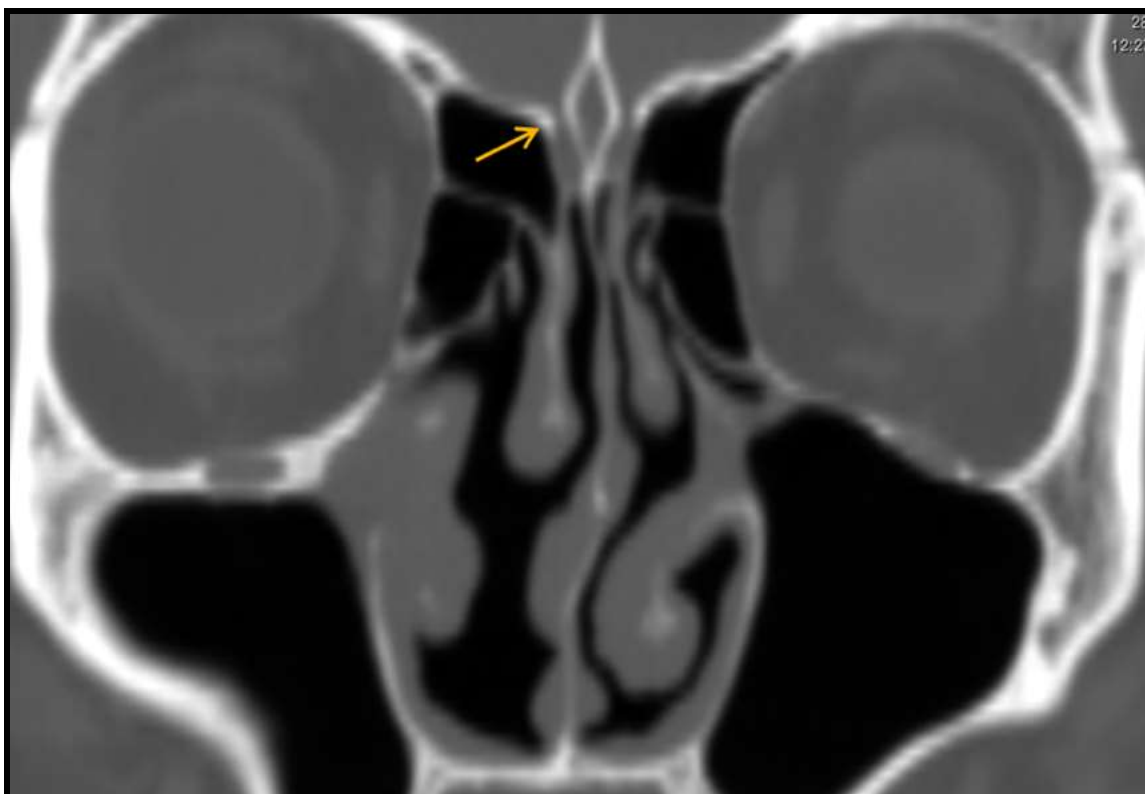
Anatomía por TC. Reconstrucción multiplanar en el plano coronal en la que se observa la articulación de la lámina lateral y el techo etmoidal en configuración de alas de gaviota (flecha)
